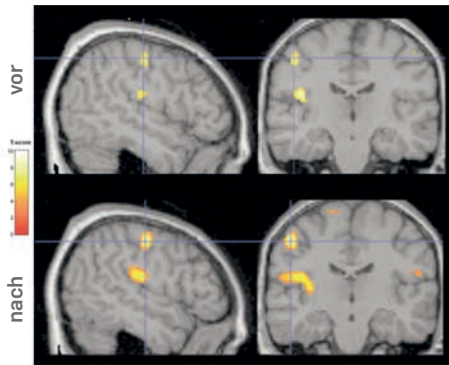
Repräsentation des Fingerbereichs im somatosensorischen Kortex. Durch repetitive Stimulation der Finger vergrößern sich die zugehörigen kortikalen Karten. Die Abbildung zeigt Schichten des Gehirns aufgenommen mit der funktionellen Kernspintomografie. Links: von der Seite (sagittal), rechts: von vorne (coronal).
